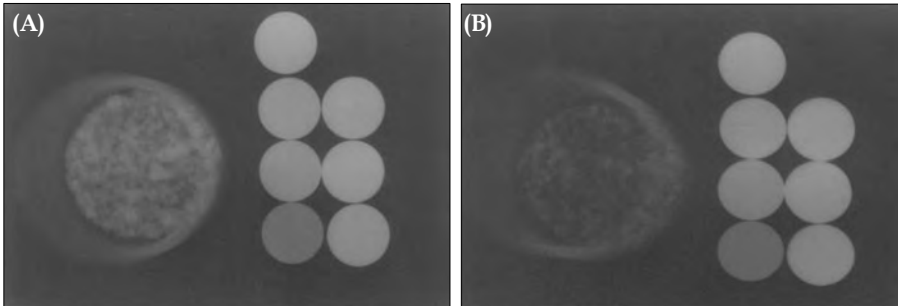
Radiographic images of particles were taken. (A) Pre-demineralization. (B) Post-demineralization.
